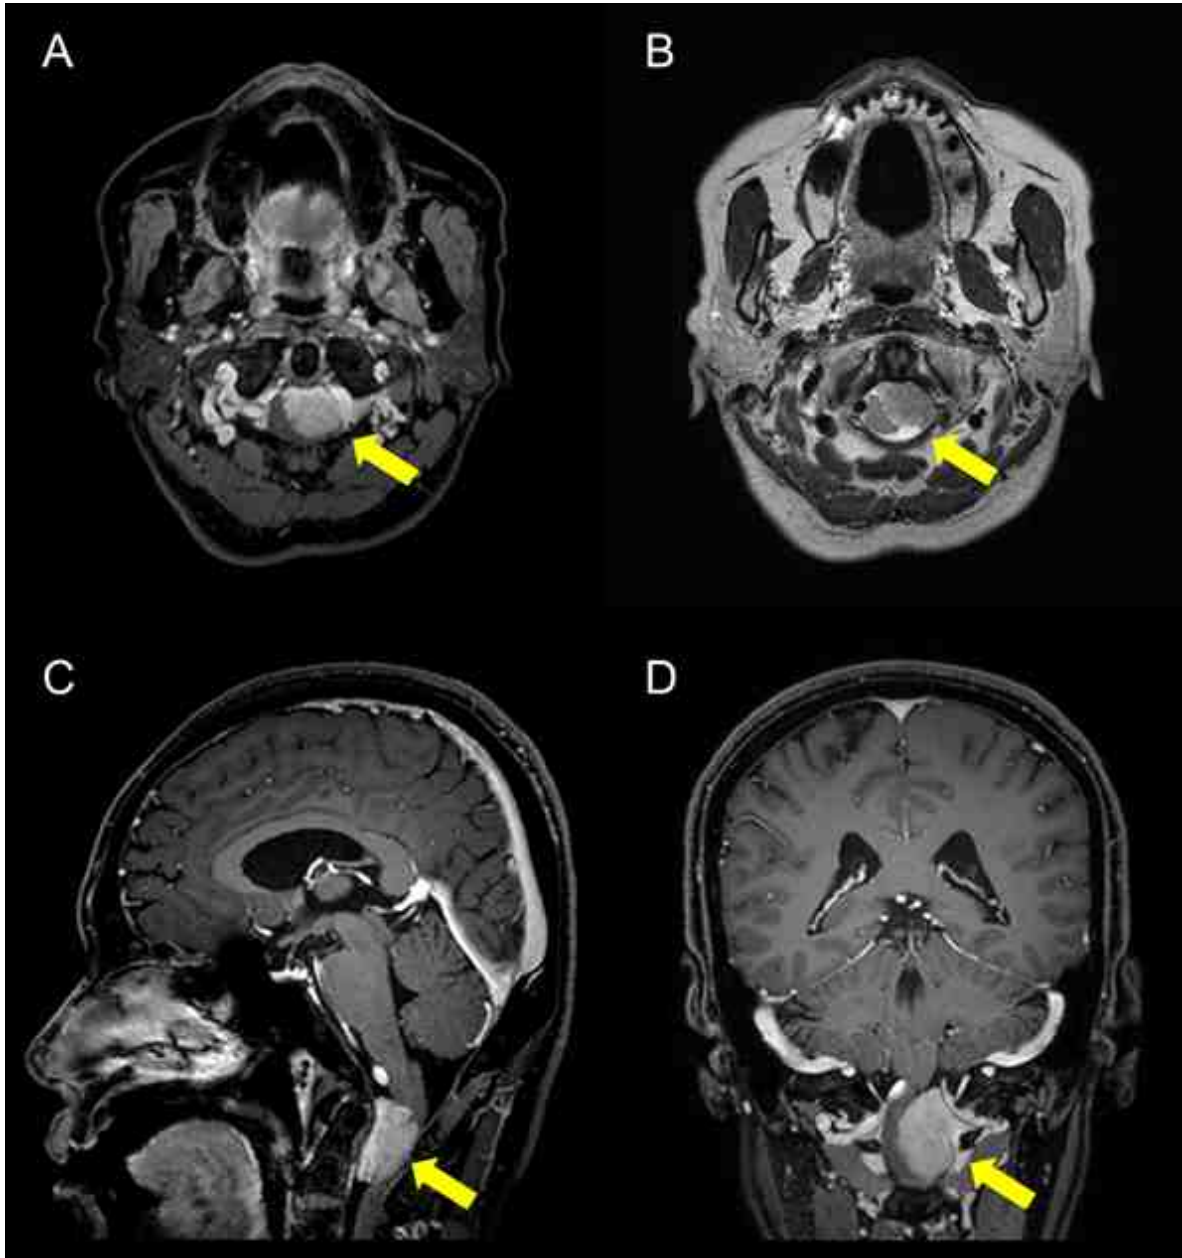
Brain magnetic resonance imaging of the patient (A: T1 axial view; B: T2 axial view; C: T1 sagittal view; D: T1 coronal view) T2 (A) and T1 (B) in sagittal view. MRI shows intradural meningeoma in the right side of foramen magnum, with 2.7 × 1.8 cm in size. MRI: magnetic resonance imaging.
